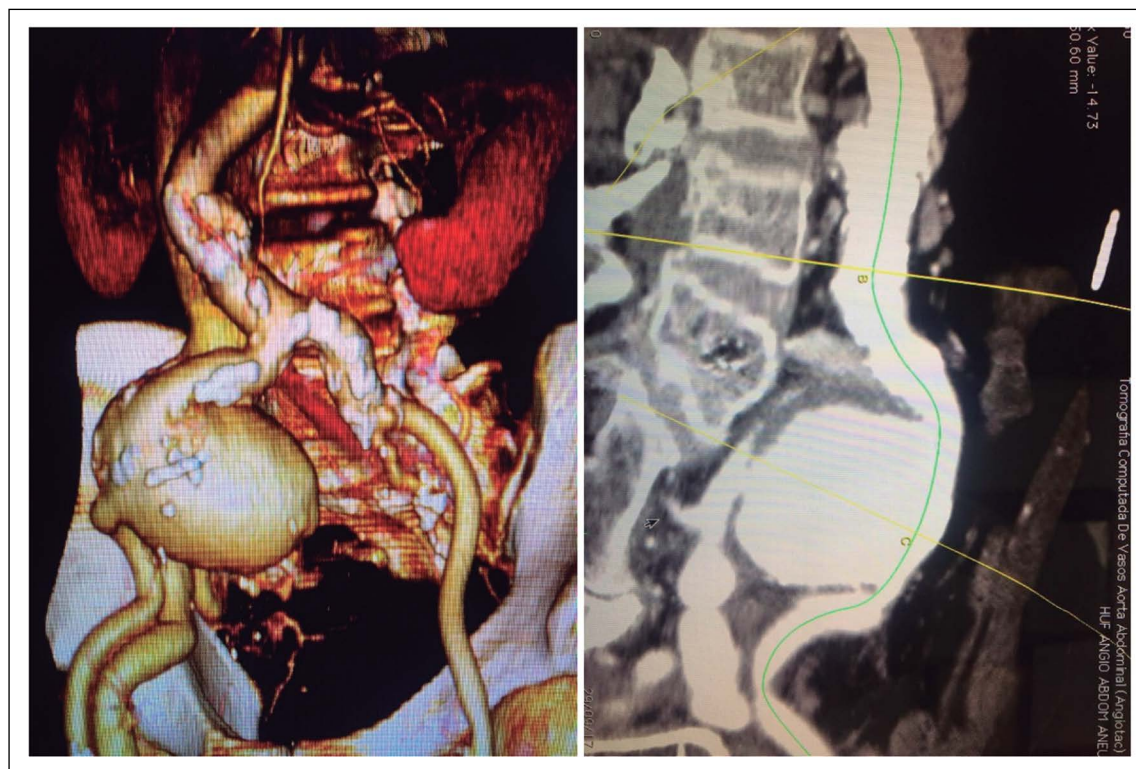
A: Reconstrucción tridimensional de angioTC corte sagital: aneurisma gigante de ilíaca común con fístula ílio-ilíaca concomitante B: TC de abdomen contrastado que muestra aneurisma de arteria ilíaca común
